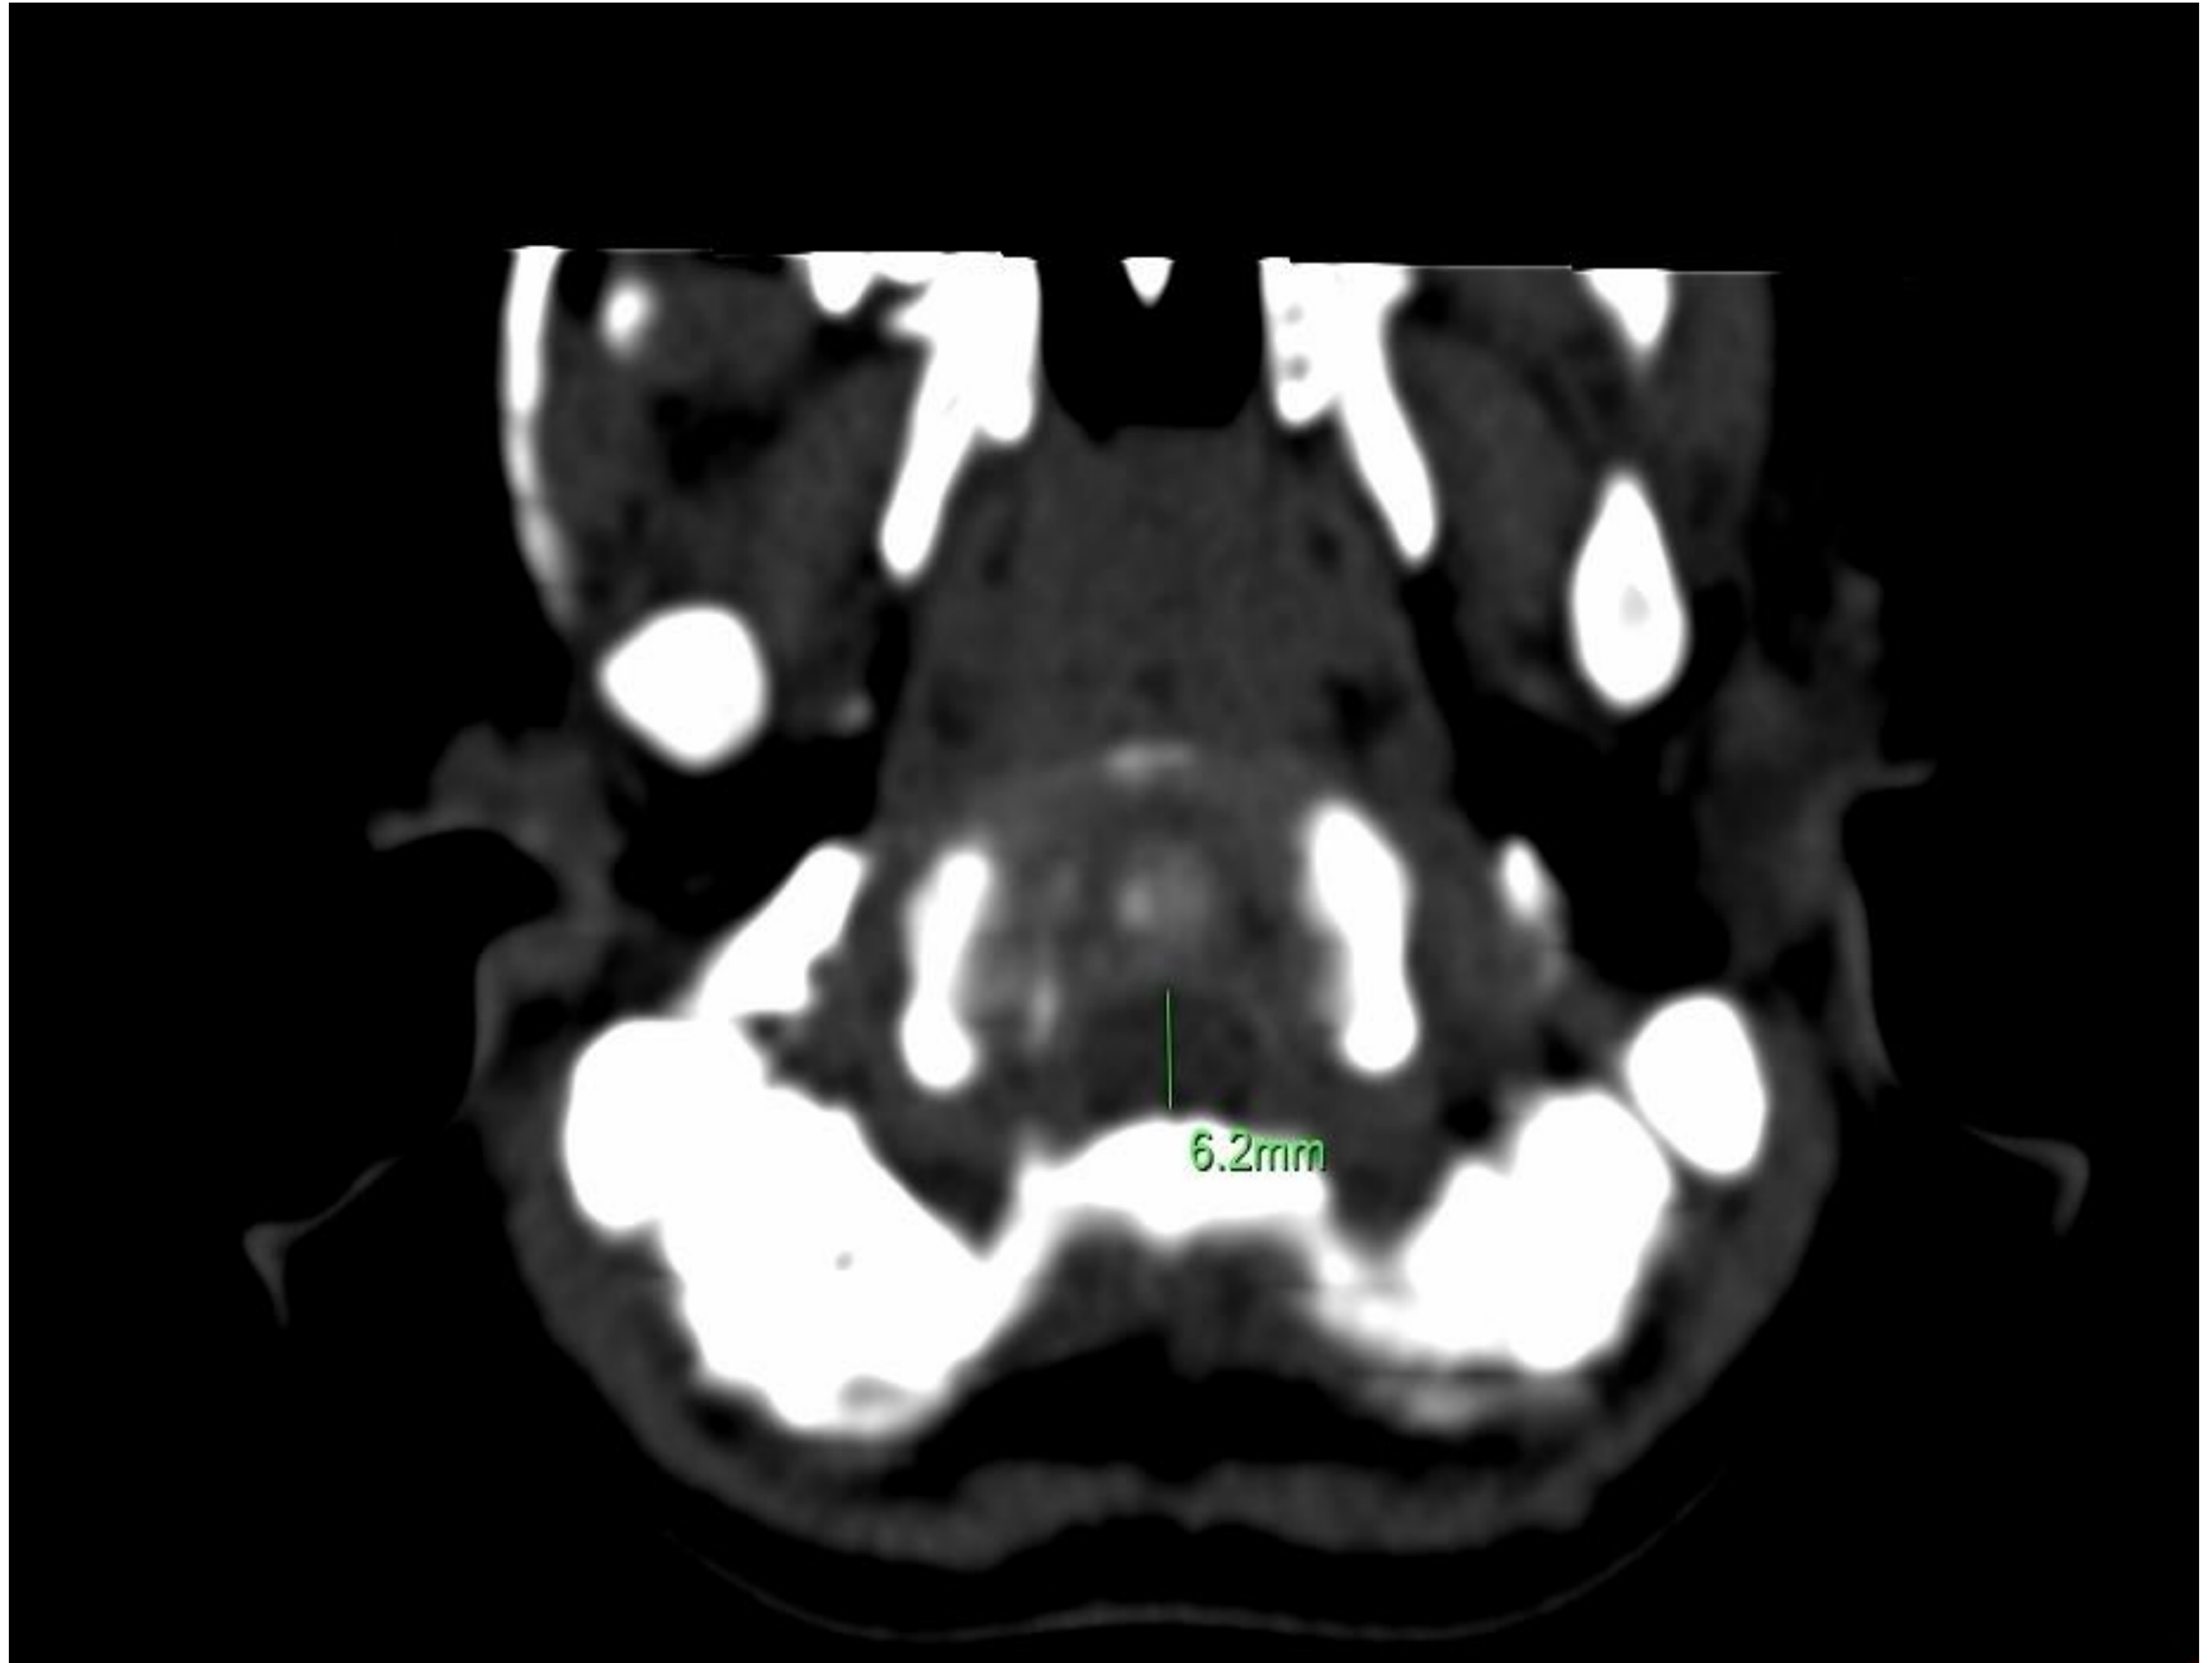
Disminución del agujero magno en un corte axial en TC
